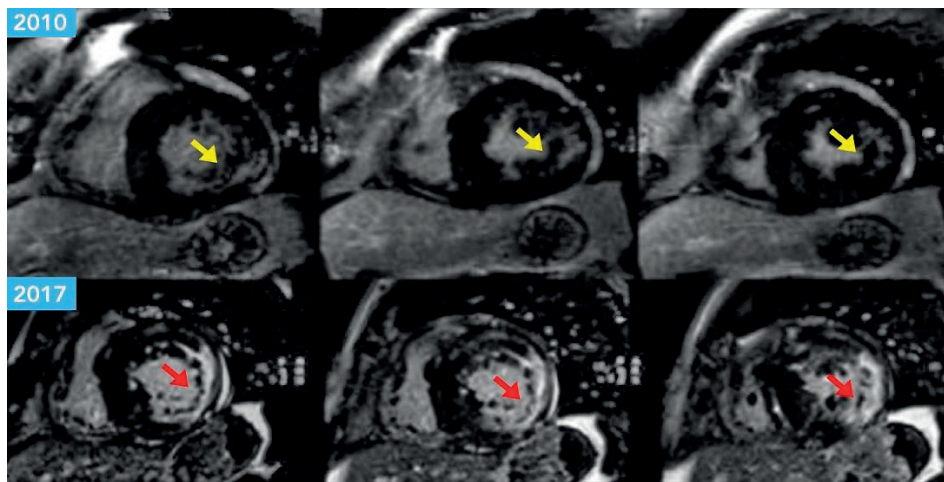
Evolución de Imágenes en Cardioresonancia magnética de realce tardío de Gadolinio en eje corto entre 2010 y 2017 (Modificado de Aguiar P et al., 2021) Hipertrofia concéntrica y realce tardío de gadolinio a nivel de la cara inferolateral (Flechas amarillas). Incremento de fibrosis y adelgazamiento de pared (Flechas rojas) [1].
